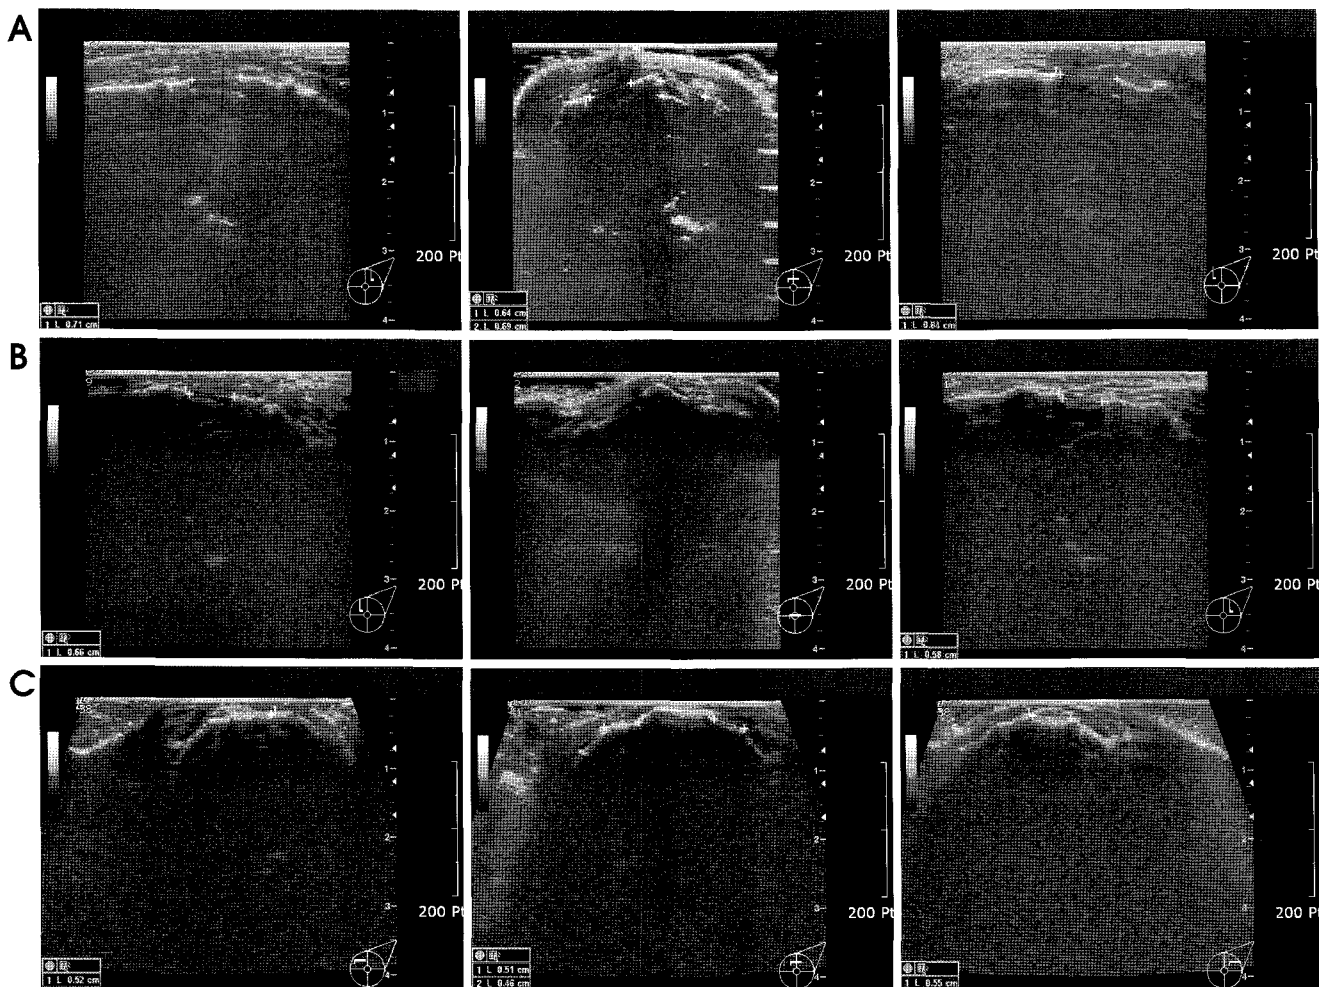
Sonography. A, Hypoechogenicity in the bone defect of 1 week after bone defect formation. B, Hyperechogenicity around the rim of the bone defect of 3 weeks after bone defect formation. C, Broadened hyperechogenicity on the bone defect of 8 weeks after bone defect formation.
